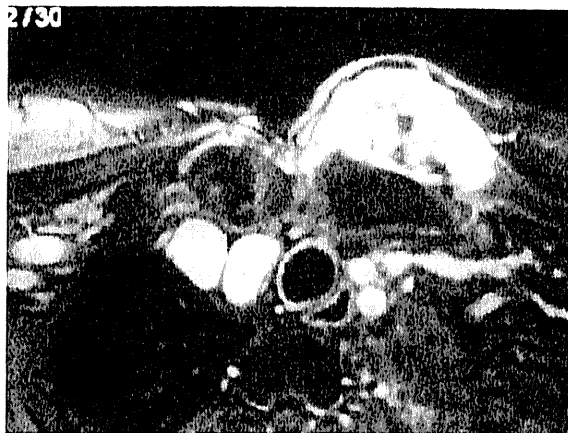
再発腫瘍のMRI Gd-T1画像で鎖骨に接し内部が不均一に造影される10cm×5cmの腫瘍を認める。
